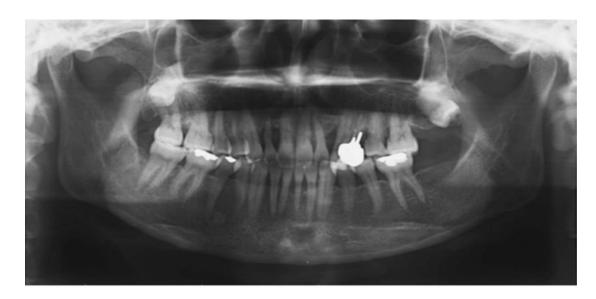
Caso clínico. Radiografía panorámica antes del tratamiento(41)
